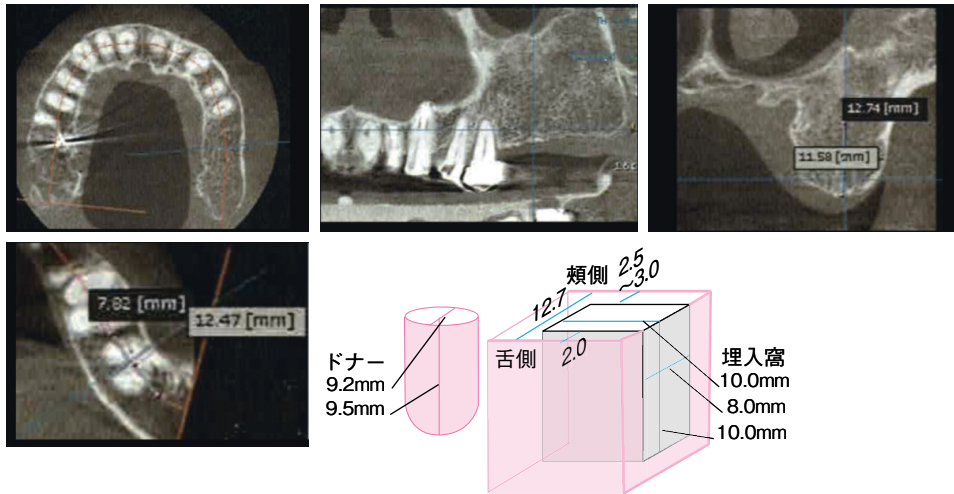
移植(CTによる術前診査) 頬舌幅：8mm 近遠心幅：10mm 深度：10mmの埋入窩の形成を計画
